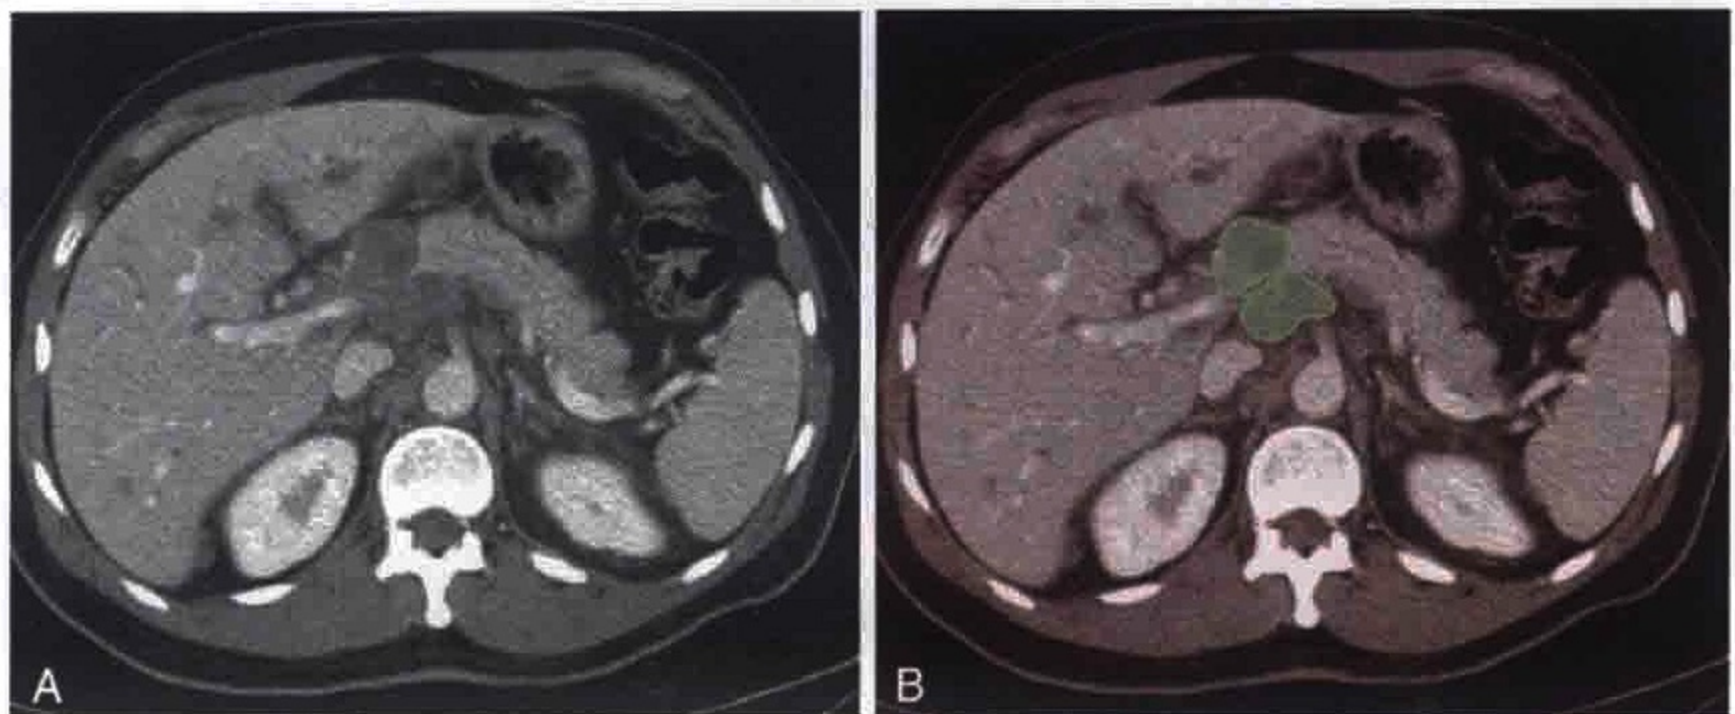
横轴位 CT 扫描显示肝癌患者门静脉周围（绿色）和胰腺周围肿大淋巴结并继发性胆道梗阻
